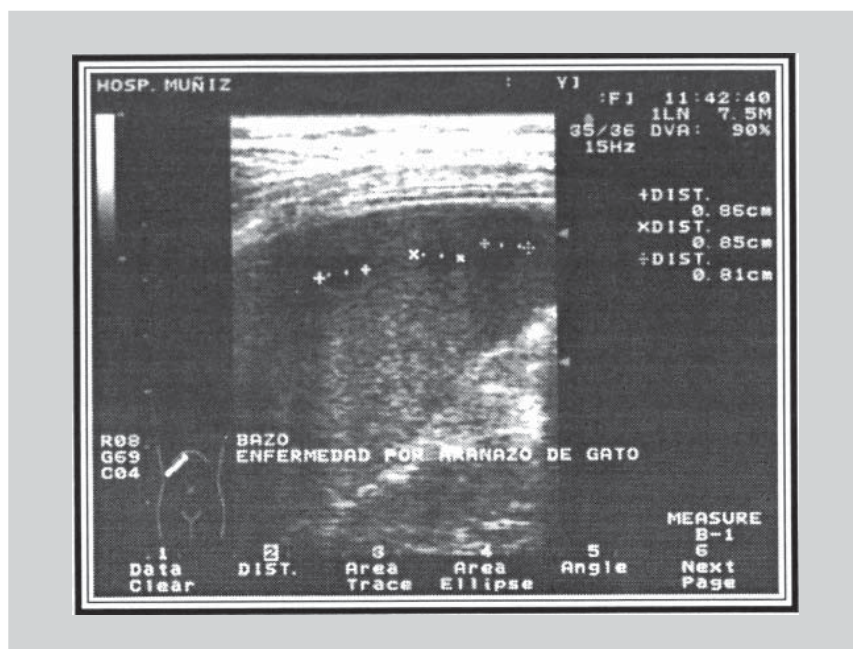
Ecografía abdominal: varias lesiones hipoeoicas en el bazo configurando imágenes compatibles con peliosis.
